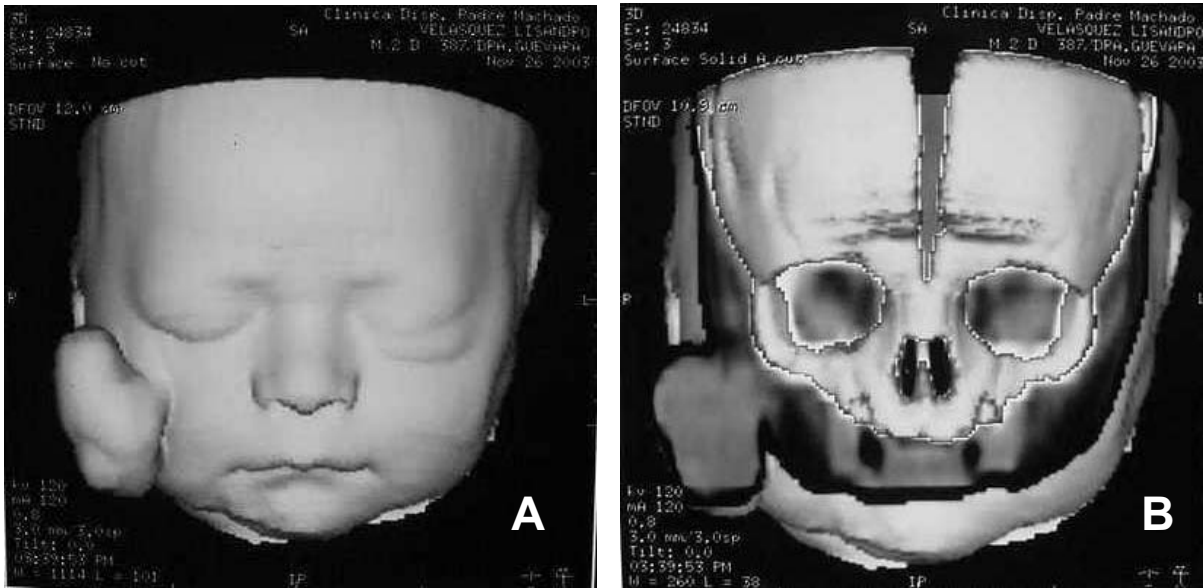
A) Tomografía axial computada. Reconstrucción 3D. B) Tomografía axial computada. Reconstrucción 3D. Donde se aprecia origen dérmico del tumor con planos profundos y óseos libres de infiltración.
